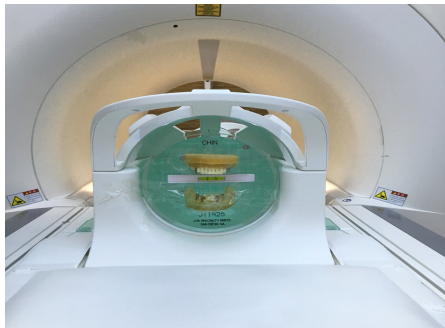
ACR phantom located in MRI system.
